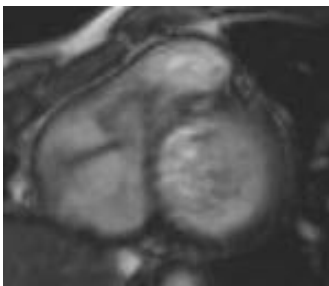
Imagen de RM de corazón, eje corto en región basal de aurículas que muestra defecto de tabique correspondiente a CIA tipo seno coronario.
